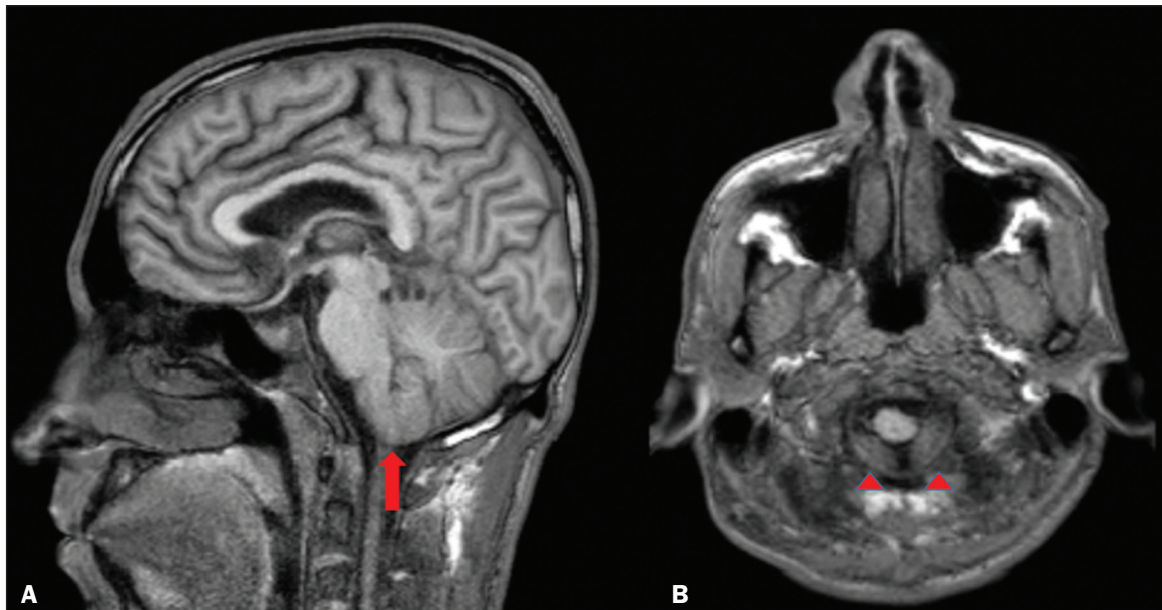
Imagens de RM sagital (A) e axial T1 (B) demonstram discreta insinuação inferior das tonsilas cerebelares pelo forame magno (seta em A; cabeças de setas em B).
